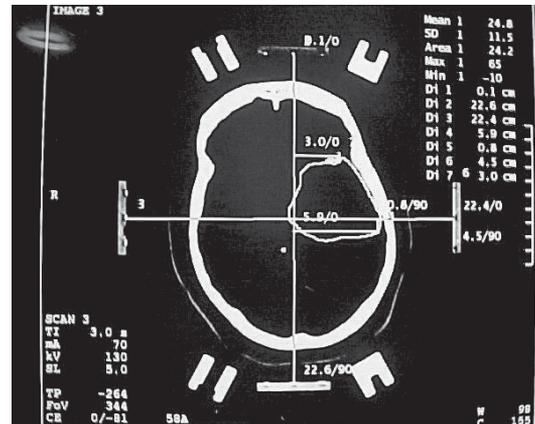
Programación estereotáctica volumétrica en TAC.
